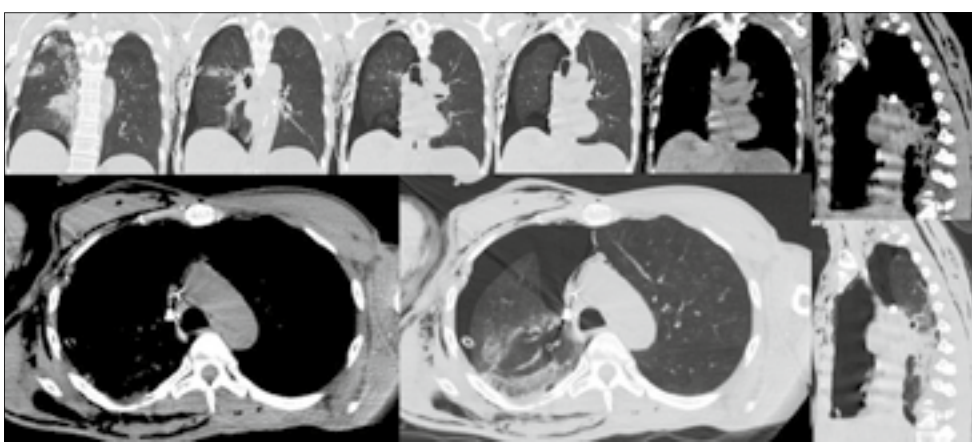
Серія зрізів КТ грудної клітки з локалізацією осколків у верхній порожнистій вені. Ознаки наскрізного поранення легені, гемопневмоторакс праворуч, чіткий контур стороннього тіла свідчать про віддаленість від рухомого об'єкта (серце), у просвіті судини – венозний катетер
